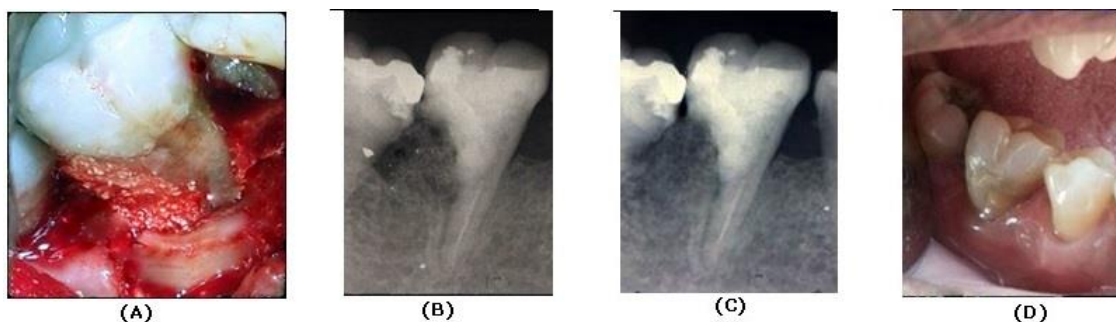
(A) Corrección del defecto óseo con MTA. Vista clínica, (B) Radiografía final, (C) Radiografía evolutiva (1 año), (D) Vista clínica evolutiva (1 año).
